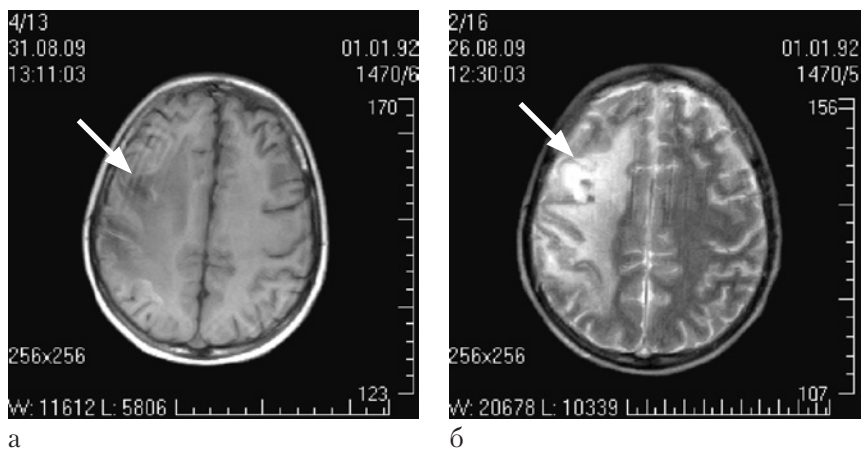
МРТ головного мозга мальчика Ч.В., 17 лет (116-е сутки заболевания). Геморрагическая трансформация инфаркта. а — T1-взвешенное изображение; б — T2-взвешенное изображение.
